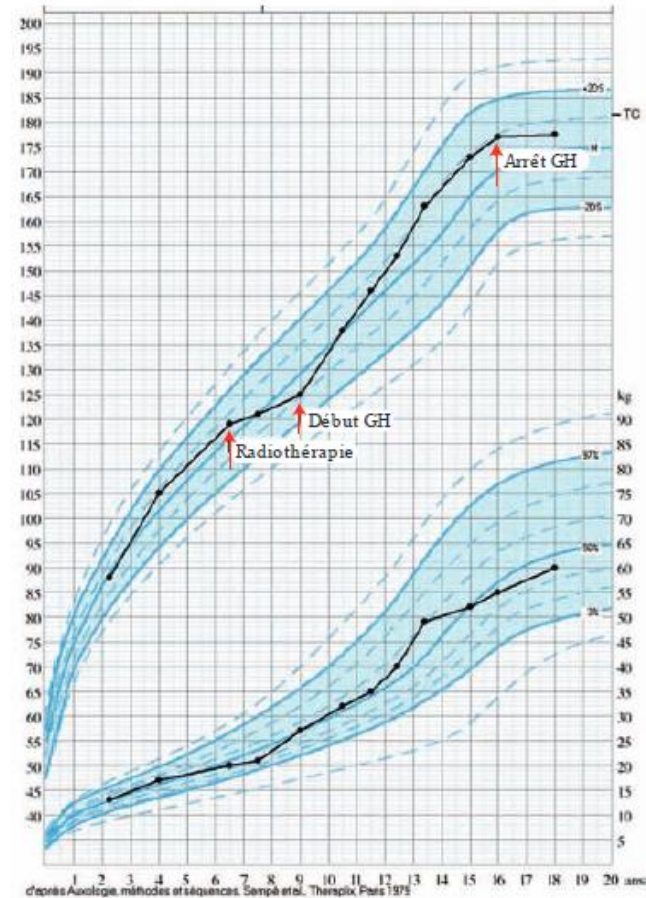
Courbe de croissance d'un garçon traité pour un rhabdomyosarcome de la pyramide pétreuse à l'âge de 6 ans ½ par chimiothérapie et radiothérapie (45 Gy sur le volume tumoral, l'hypophyse a reçu 45 Gy). Traitement par hormone de croissance de l'âge de 9 à 16 ans. Puberté spontanée à 13 ans. Taille finale : 177 cm, IMC : 18.8 kg/m² - TC = taille cible
